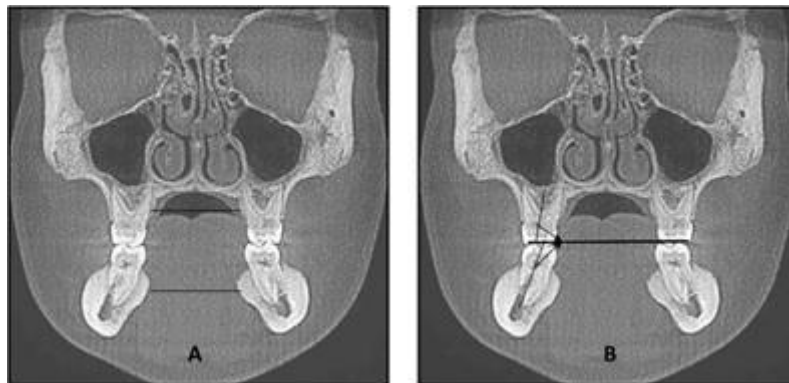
En A, Dimensión transversal maxilar y mandibular medida a nivel medio del hueso alveolar. En B, inclinación bucolingual de los molares superiores e inferiores. Fuente: Miner RM et al. ⁶³.
